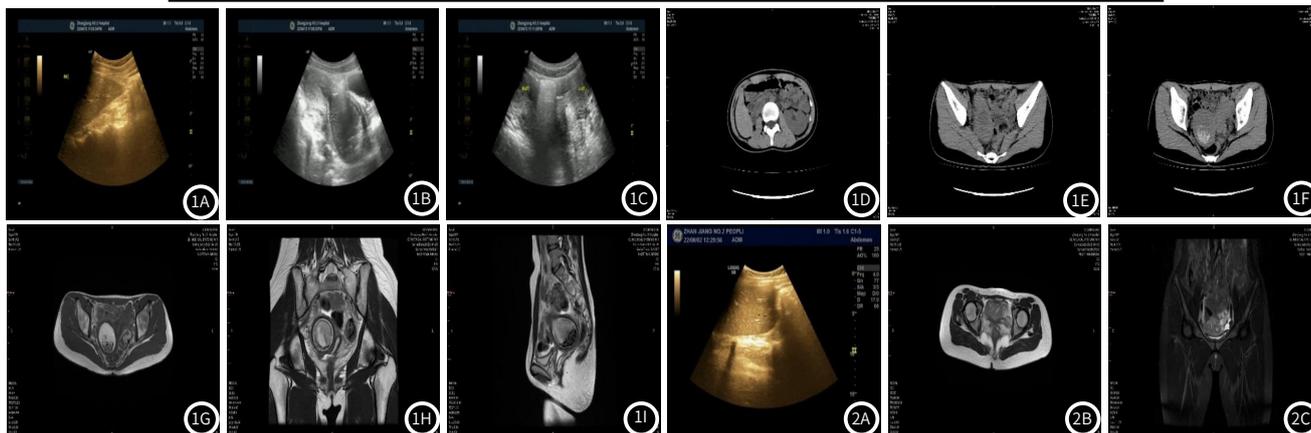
图1I 18岁,女性,因月经量少,痛经就诊。图1A-图1C 超声示右肾区未见肾脏组织,盆腔区见2个子宫回声,右侧宫腔扩张积液,宫颈管扩张。图1D-图1E 平扫CT轴位示右肾缺如,盆腔见2个子宫密度影,右侧宫腔扩张积液、积血。图1G 盆腔T₂WI轴位右侧宫腔扩张积液、积血。图1H-图1I 盆腔T₂WI冠状位及矢状位示阴道斜隔,考虑阴道斜隔综合征(无孔斜隔型)。图2A-图2C 14岁,女性,因反复性下腹部疼痛就诊。图2A 超声示右肾缺如,图2B-图2C T₂WI轴位及冠状位示盆腔区见右侧残角子宫与左侧单角子宫,右侧残角子宫见宫腔信号,右侧残角子宫宫腔不与左侧单角子宫相连,属于II型。
